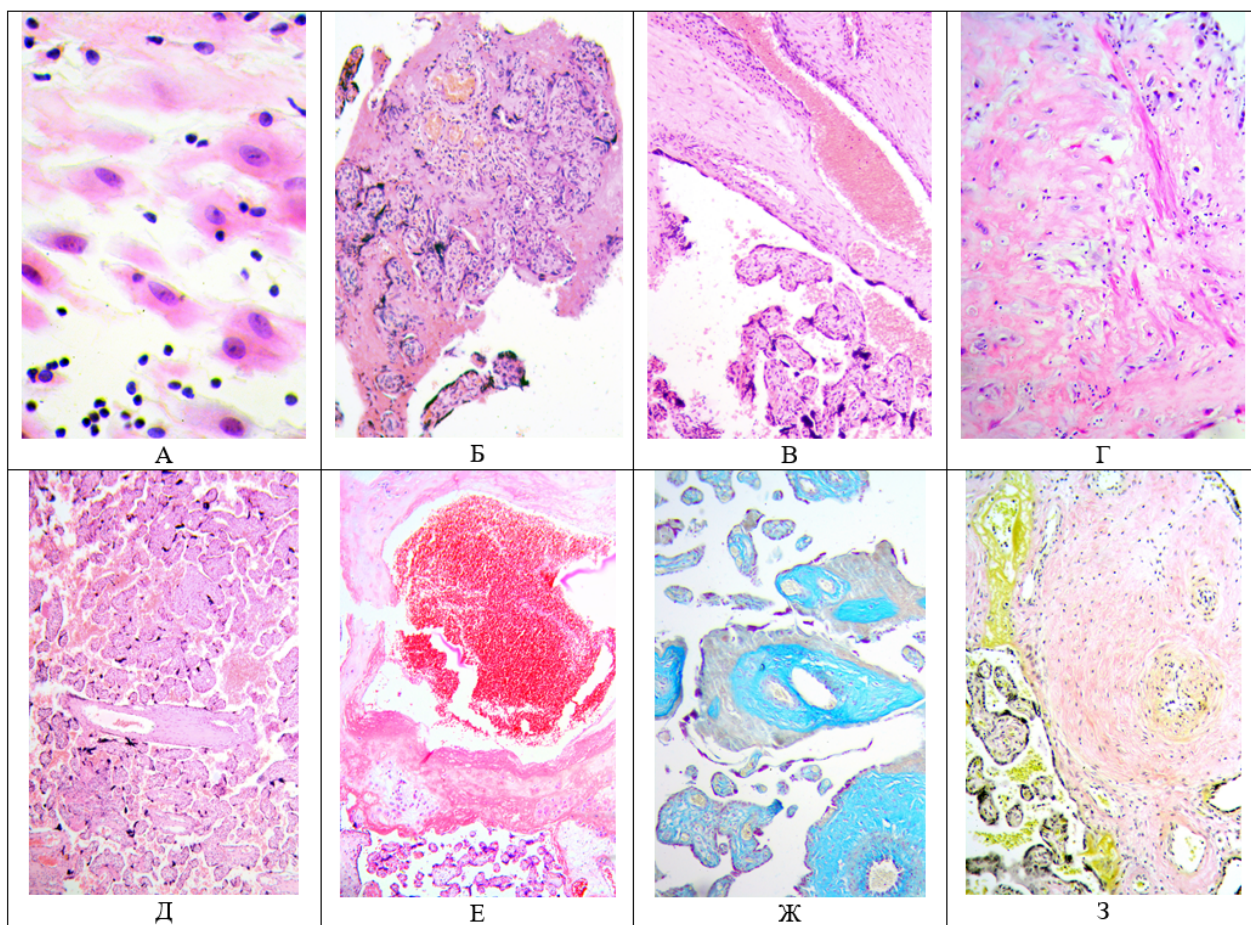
Гистопатологические особенности плаценты от женщин основной группы: А – инфильтрация базальной децидуальной ткани лимфоцитами и плазматическими клетками (децидуит). Гематоксилин и эозин, увеличение $\times 400$. Б – инфильтрация стромы промежуточных и терминальных ворсин лимфоцитами, макрофагами и единичными плазматическими клетками (виллит), лимфогистиоцитарная инфильтрация межворсинчатого пространства (интервиллузит). Гематоксилин и эозин, увеличение $\times 150$. В – инфильтрация сосудистой стенки. Гематоксилин и эозин, увеличение $\times 150$. Г – неполная гестационная перестройка спиральных артерий, децидуальная васкулопатия. Гематоксилин и эозин, увеличение $\times 150$. Д – ускоренное созревание ворсин, периворсинковый фибрин и агглютинация ворсин, увеличение количества синцитиальных узелков. Гематоксилин и эозин, увеличение $\times 150$. Е – тромб в хориальной пластинке. Гематоксилин и эозин, увеличение $\times 150$. Ж – некроз стромы ворсин. Альциановый синий, увеличение $\times 150$. З – фиброз стенок артерий, облитерация и стеноз просвета. Ван Гизон, увеличение $\times 150$
